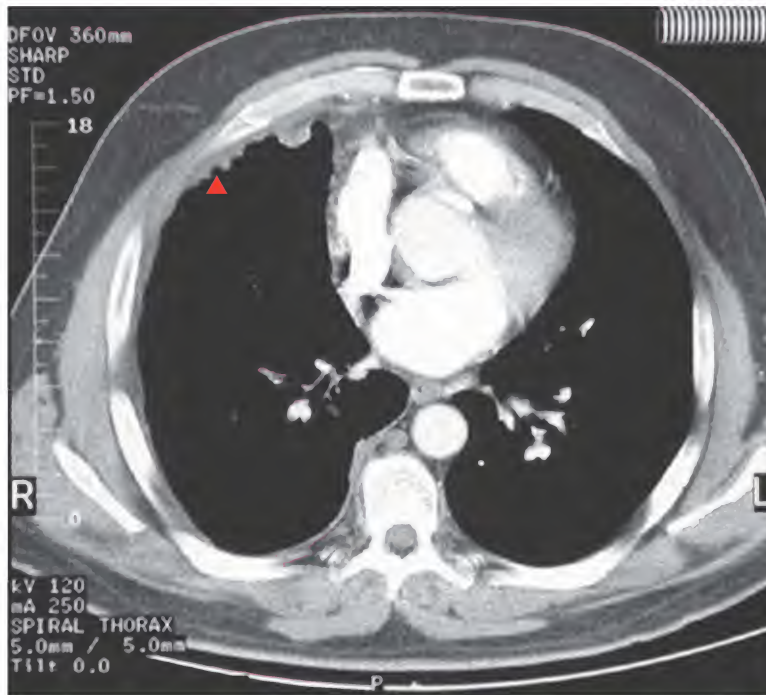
Mesotelioma maligno, tomografía computarizada
